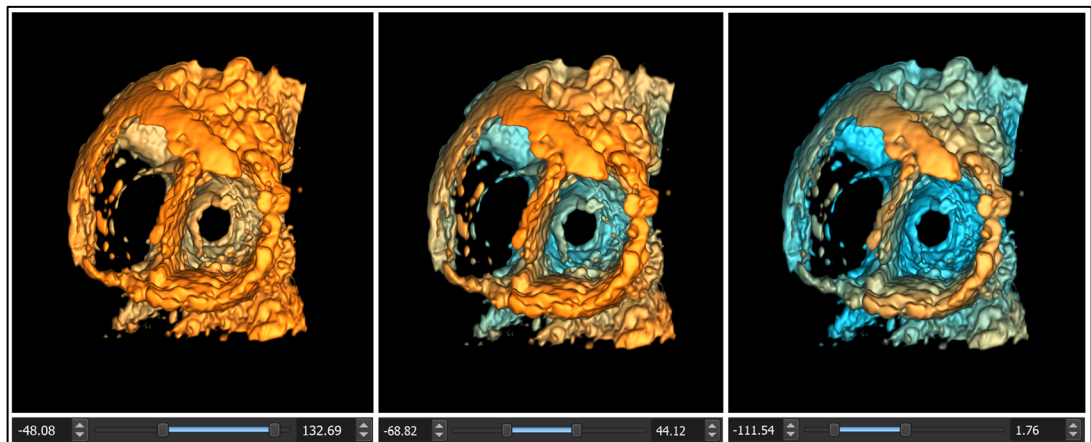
Visualisation d'une échographie pour différentes valeurs du paramètre *depth range* (avec *smoothing factor* = 1,0, *gain* = 0,49 et *compression* = 0,05)
